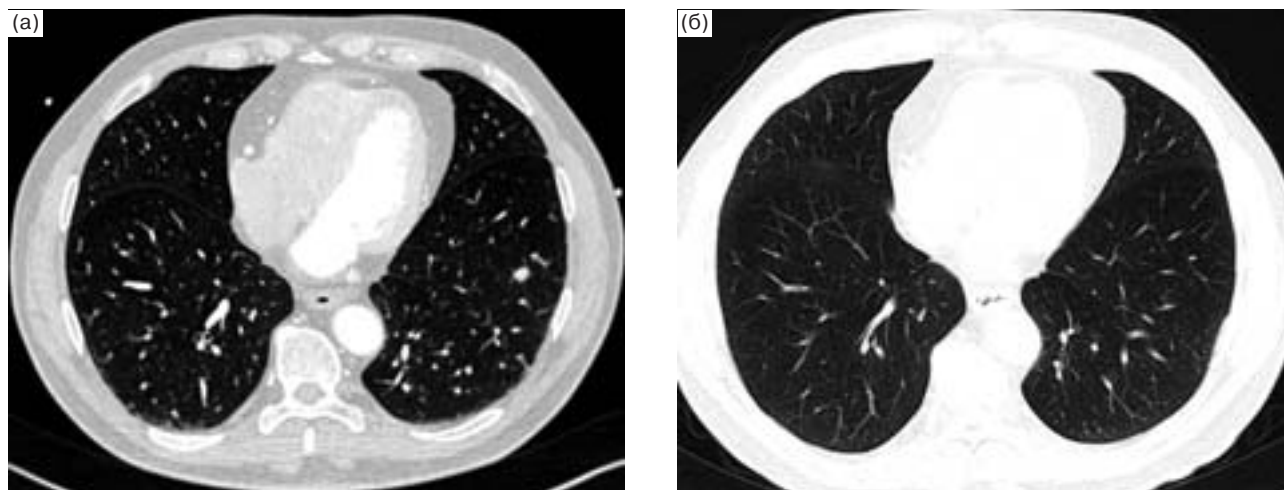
Пациент Н., 51 год. При КТ, проведенной по поводу предполагаемого воспалительного заболевания, выявлен очаг размером 7 мм в нижней доле левого легкого (а). При ретроспективном анализе КТ, выполненной 2 года назад (б), очаг в этой зоне отсутствовал. По данным морфологического исследования – аденокарцинома.
